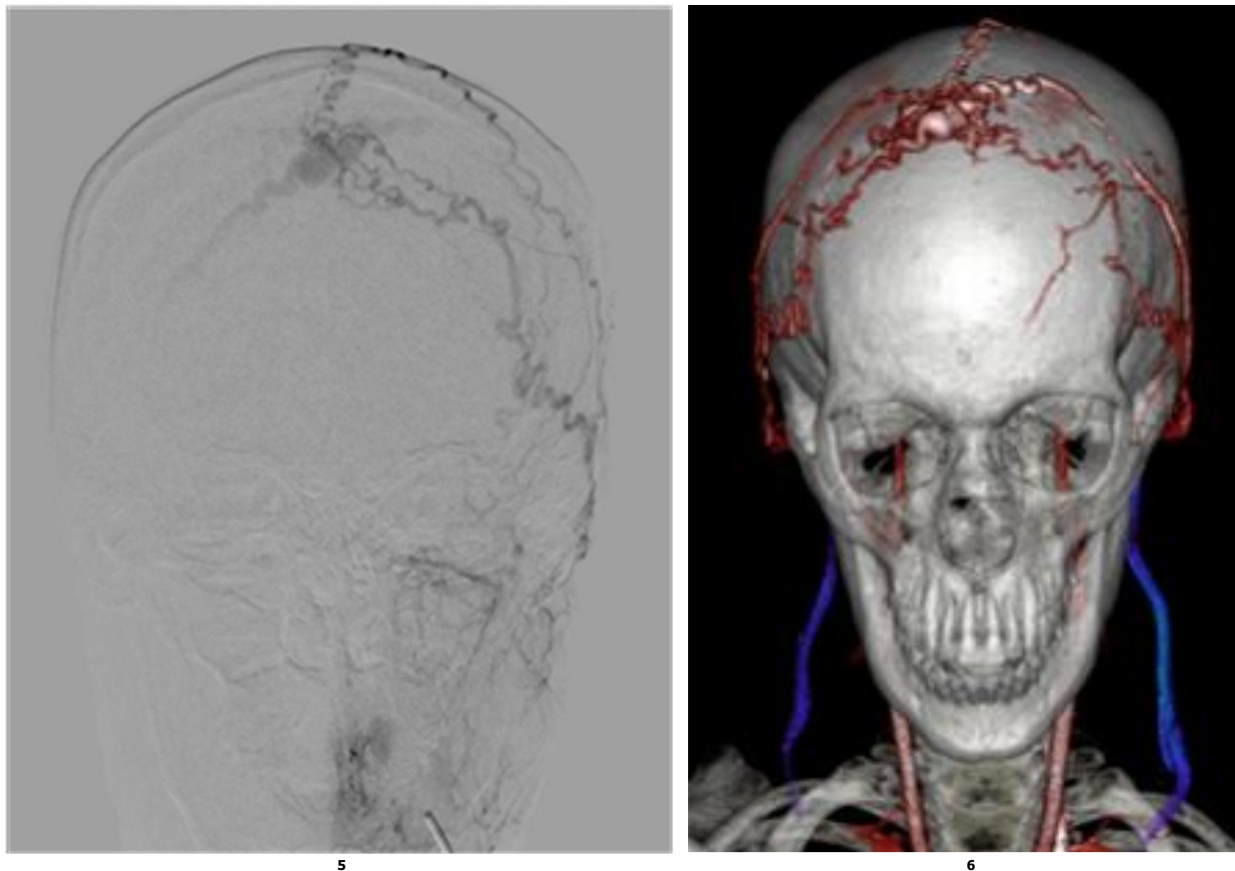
Arteriografía craneal con evidencia de malformación vascular en región frontal, vasos nutricios provenientes de ramas colaterales de arteria temporal superficial bilateral, drenaje venoso por vena yugular externa de forma bilateral. Figura 6. Reconstrucción digital de angiotomografía evidenciando malformación vascular en región frontal, con aporte nutricional de ramas colaterales de la arteria temporal superficial y drenaje venoso por venas yugulares externas.
